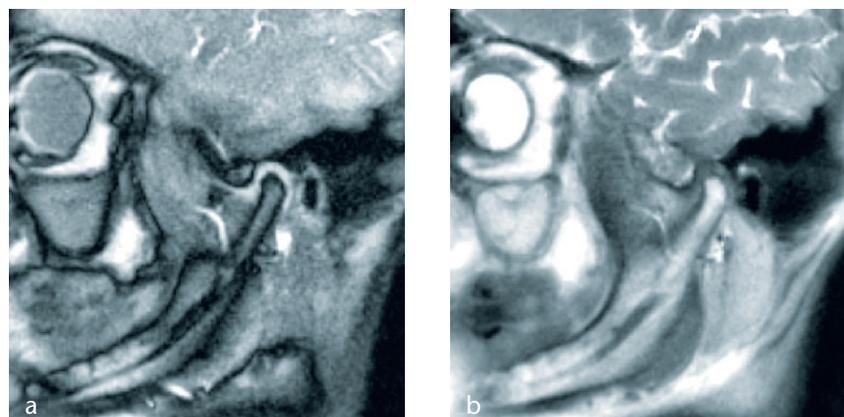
Darstellung des linken Kiefergelenks in Einzelaufnahmen aus 2 Echtzeit-MRT-Sequenzen in sagittaler Schichtführung: (2a) T1-Kontrast und (2b) T2/T1-Kontrast.
